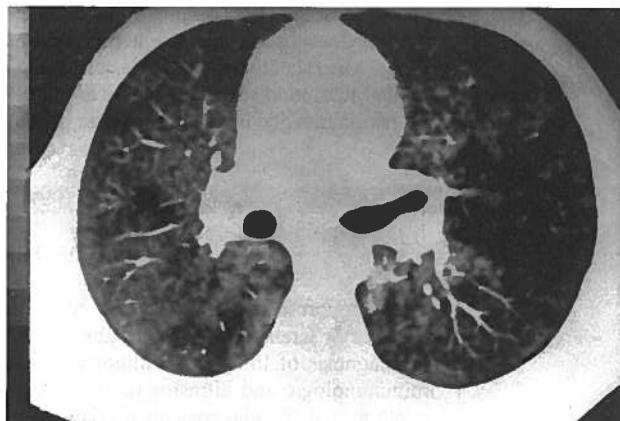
Hemossiderose pulmonar idiopática (um caso) - Tomografia axial computadorizada - infiltrado alveolar difuso bilateral com área poupadas
